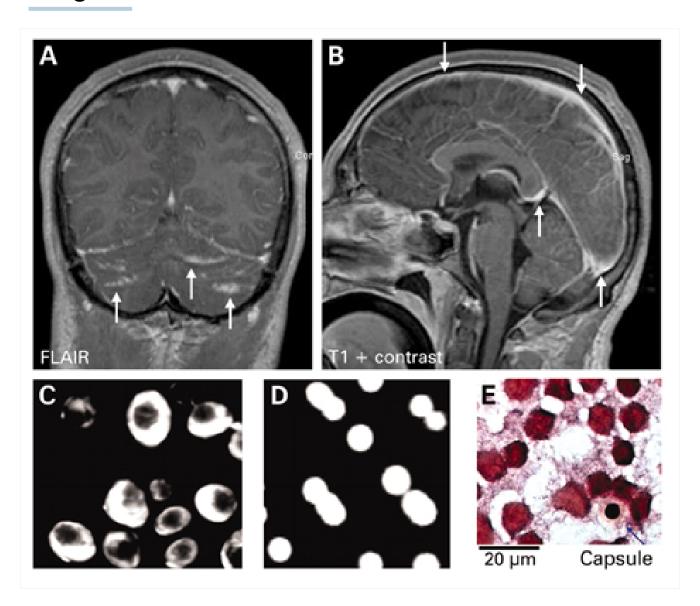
Meningoencefalite criptocócica. (A) RNM craniana mostrando hiperintensidades cerebelares (setas) nas sequências FLAIR (recuperação da inversão atenuada por fluido) e (B) captação de contraste meníngeo (setas) na RNM ponderada em T1. (C) A coloração com tinta nanquim, (D) a cultura fúngica e (E) a coloração de Gram do líquido cefalorraquidiano foram positivas
